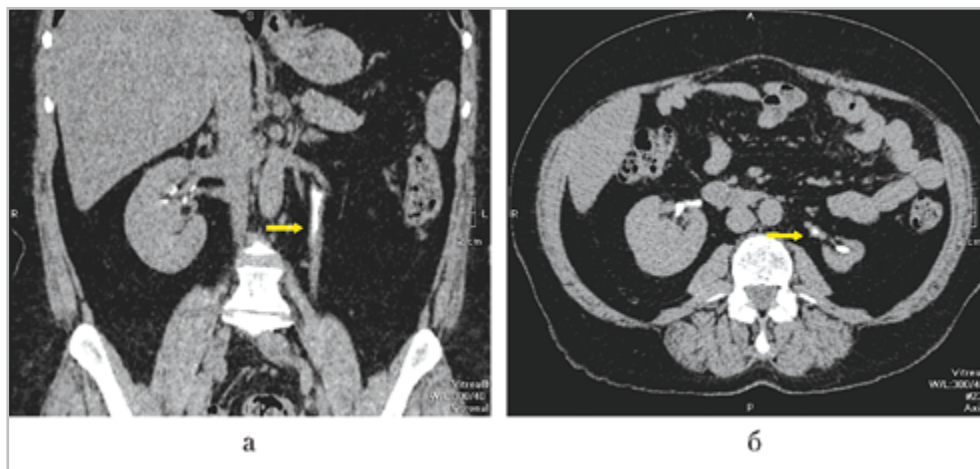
Компьютерная томограмма мочевой системы пациентки со стриктурой верхней трети левого мочеточника, состояние после КЛТ камня верхней трети мочеточника, экскреторная фаза: *а* — коронарная проекция; в верхней трети мочеточника протяженное рубцовое утолщение стенки мочеточника с неравномерным сужением просвета; *б* — аксиальная проекция; левая почка значительно уменьшена в размерах, паренхима неравномерно истончена вследствие хронического обструктивного пиелонефрита, стенка мочеточника утолщена (*стрелка*)
